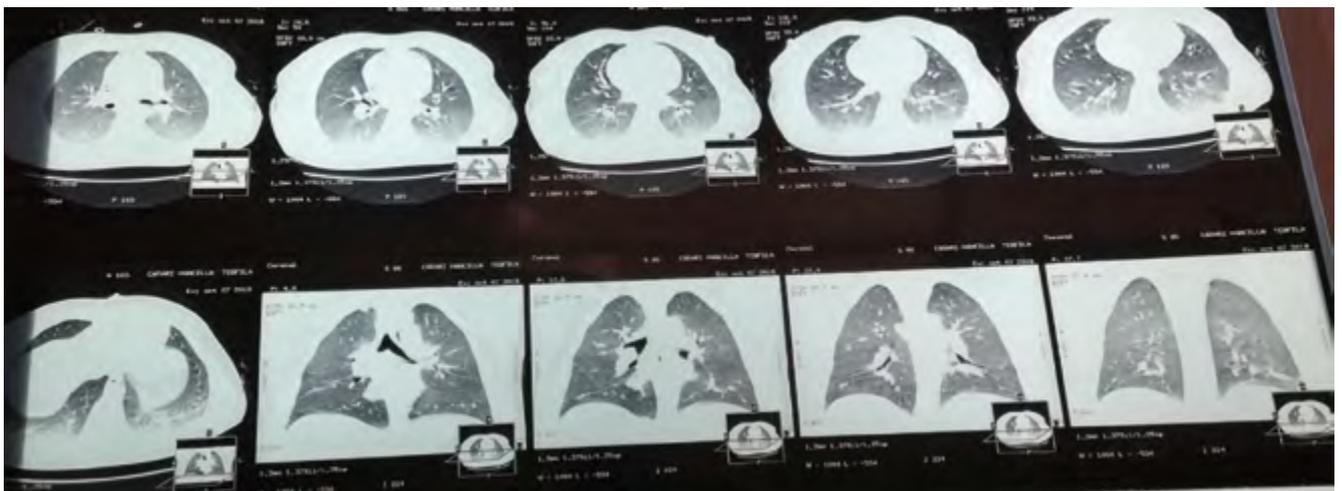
TAC, compatibles con fibrosis pulmonar aguda
